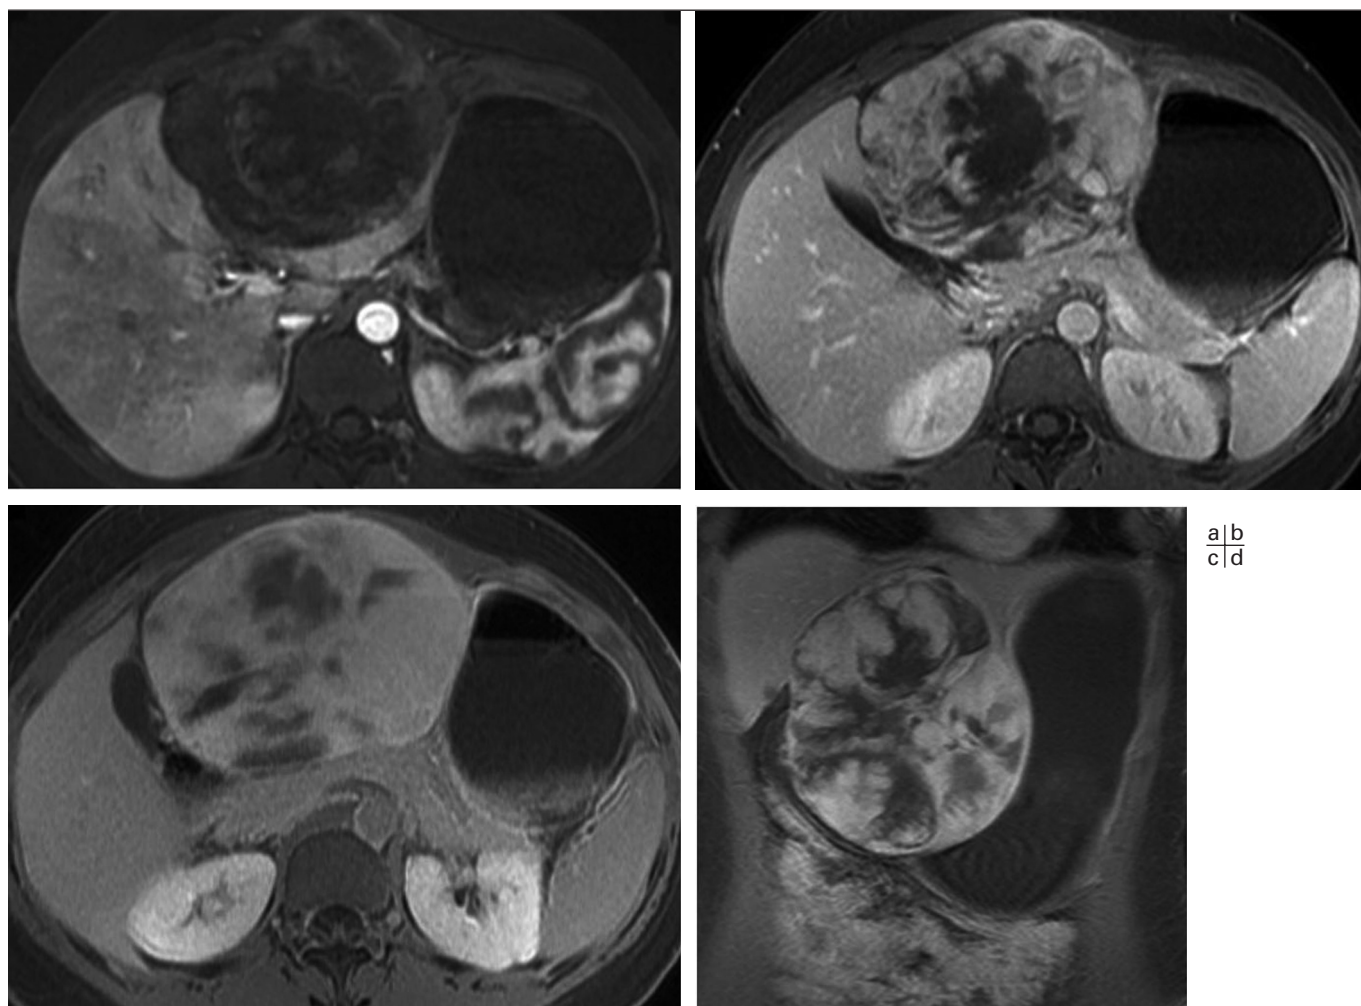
IRM. La lésion présente une prise de contraste progressive et centripète avec un rehaussement quasi-total sur les séquences réalisées 1 heure après le début de l'injection.
